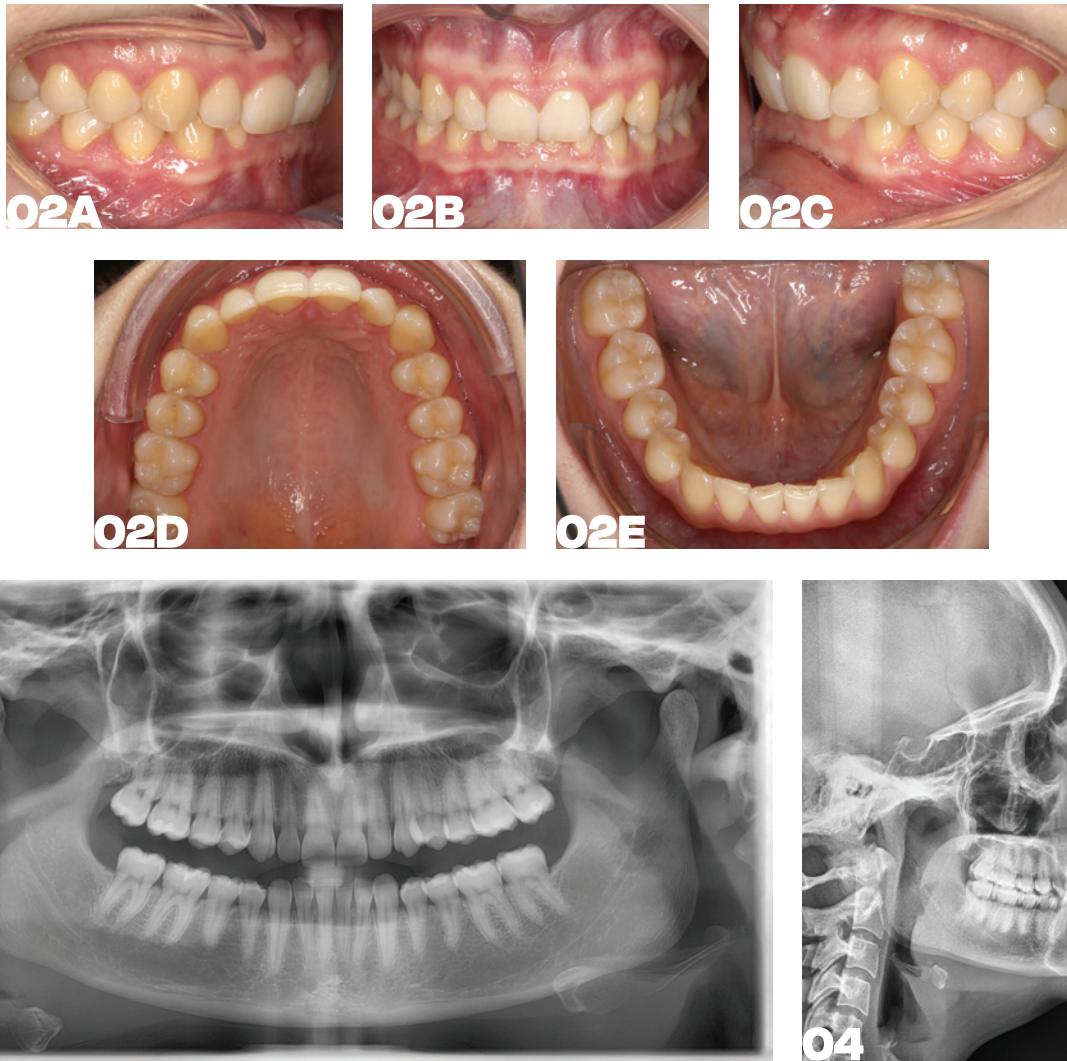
Anfangsdiagnostik, intraorale Fotos. – Abb. 3: Anfangsdiagnostik, Orthopantomogramm. – Abb. 4: Anfangsdiagnostik, Fernröntgen-seitenbild.
